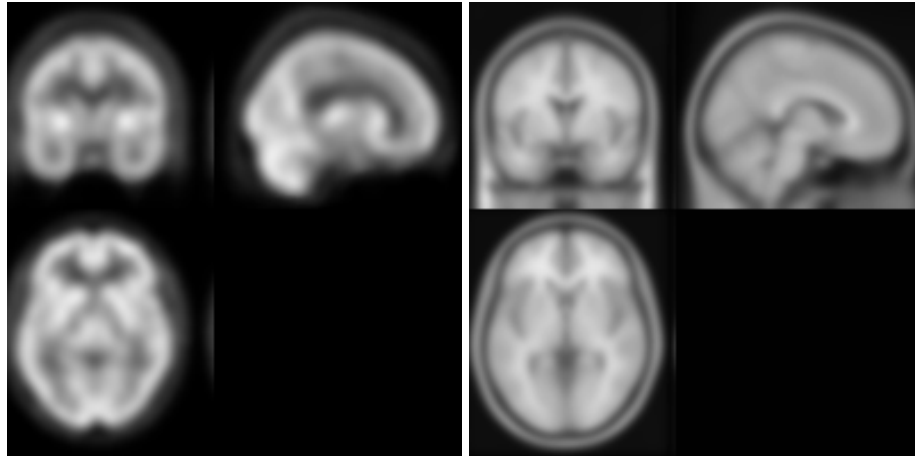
Vistas coronal, sagital y axial: (izquierda) Imagen *template* SPECT de perfusión; (derecha) Imagen *template* de imagen de RM potenciada en T1.
